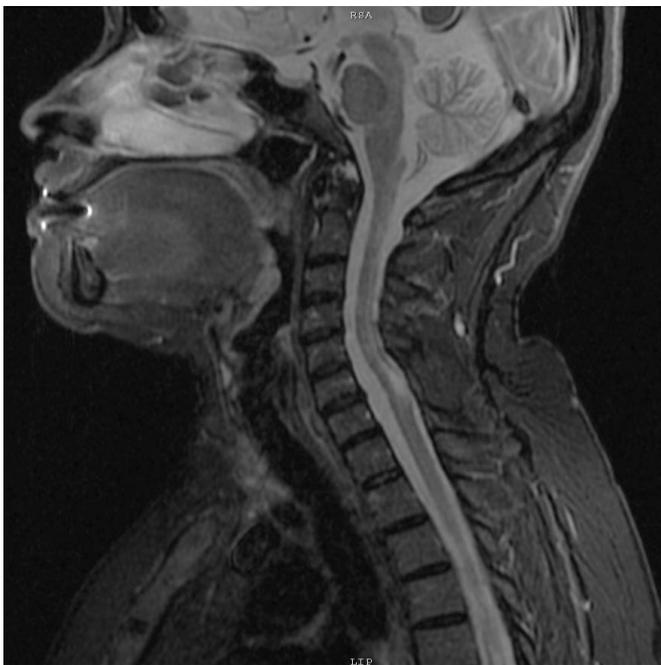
RMN de columna cervical T2 corte sagital, se observa aumento de señal y engrosamiento de la médula a nivel cervical en C5 y C6, compatible con mielitis transversa.
